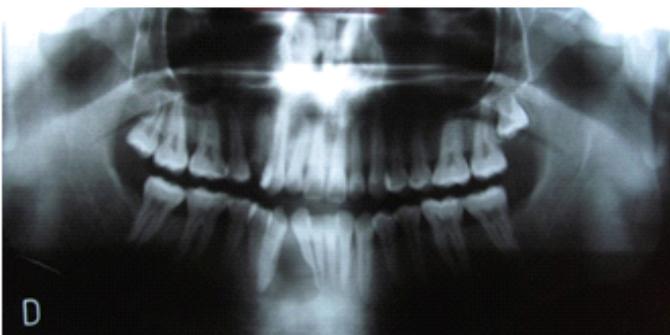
Vista de la Ortopantomografía inicial.
